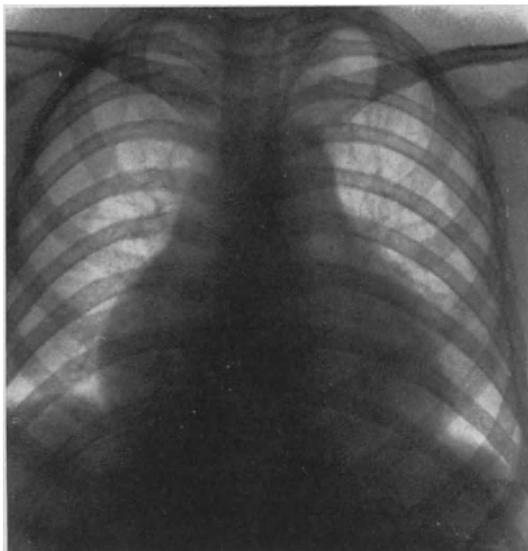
Shôshinzustand bei neuritischer, hydropischer und kardialer Beriberi. Röntgenaufnahme vor der Behandlung: Beriberi-Form des Herzens.
